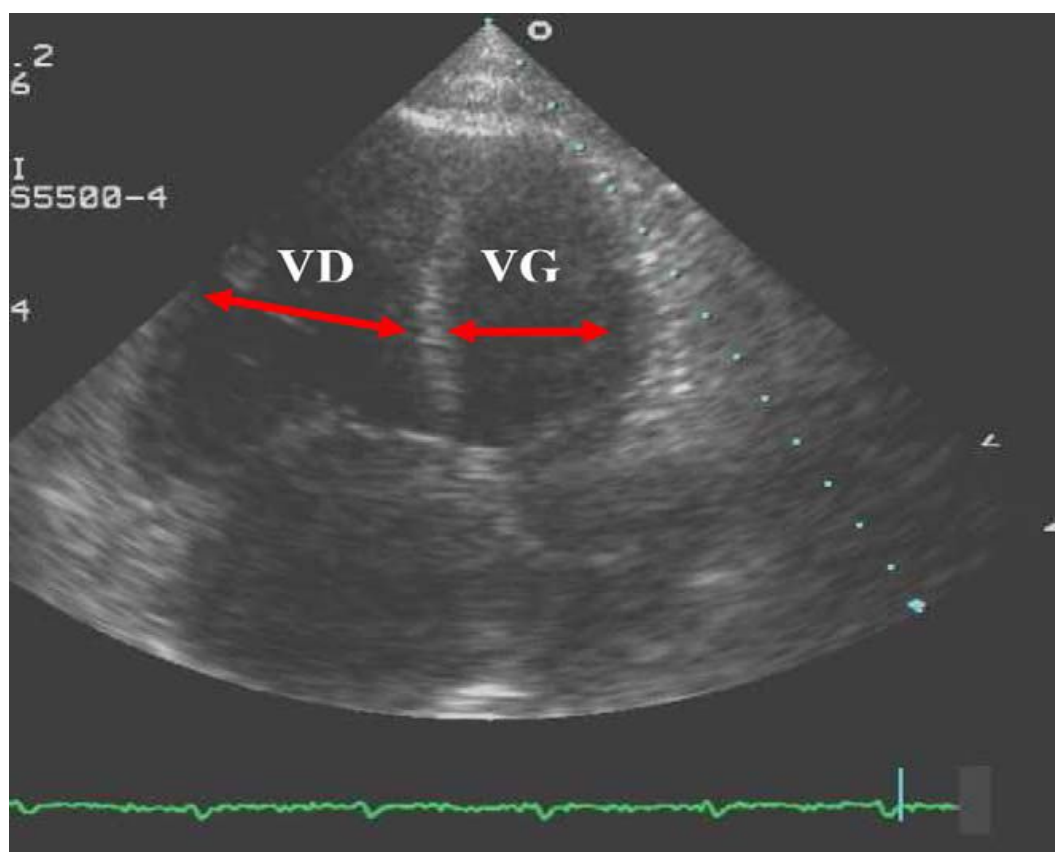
Échographie cardiaque transthoracique au cours d'une embolie pulmonaire (coupe quatre cavités) : aspect de dilatation du ventricule droit (rapport $VD/VG > 1$), [3]
